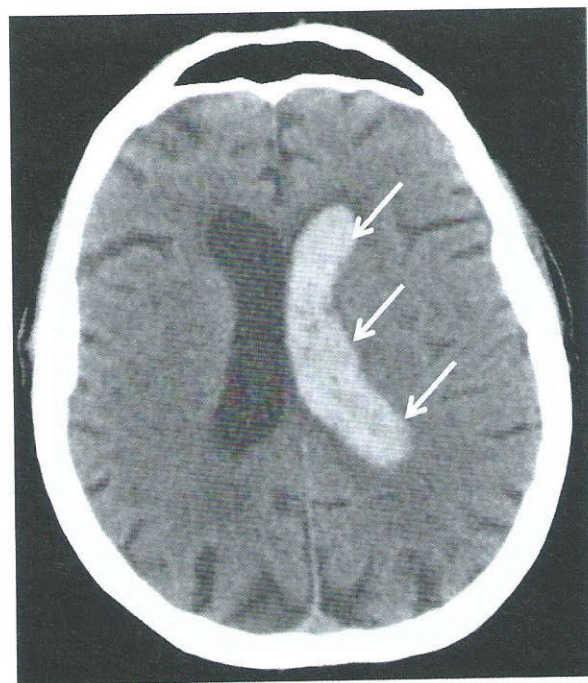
TDM cérébrale sans injection de produit de contraste, en coupe axiale
